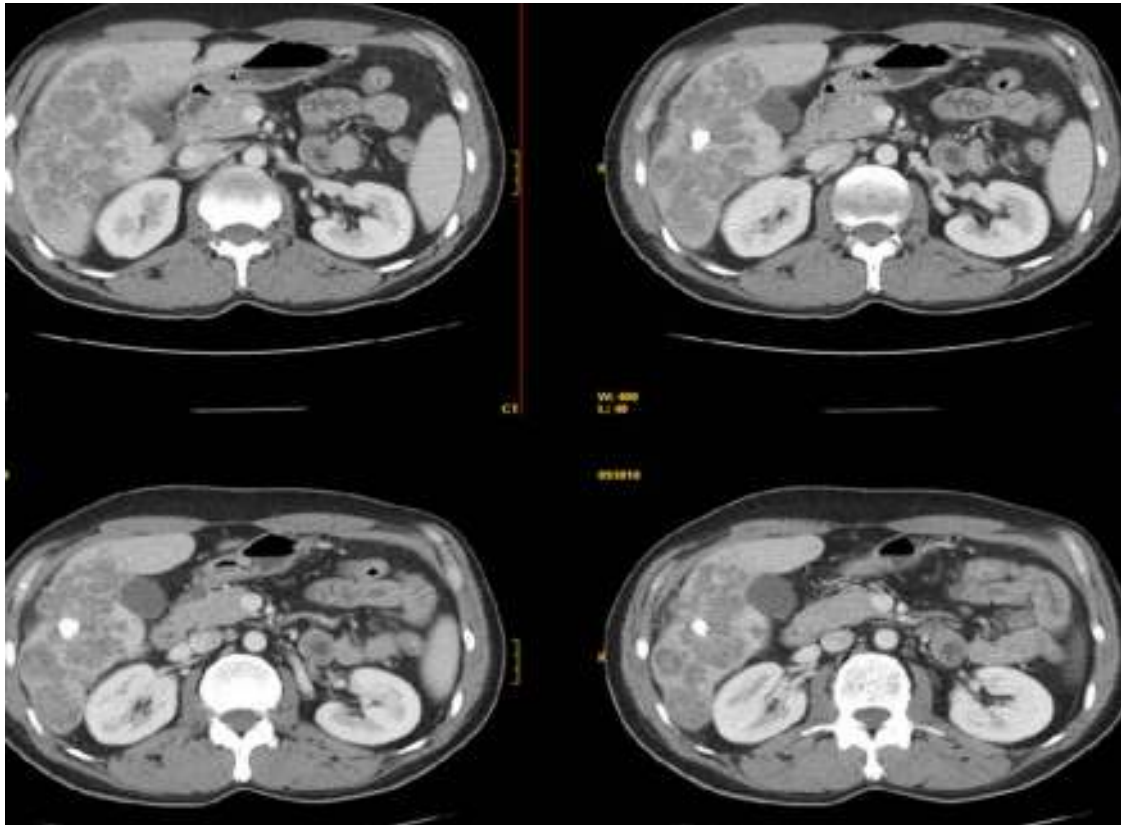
Imágenes de TC donde se aprecia lesión pseudotumoral hepática con una calcificación central.
